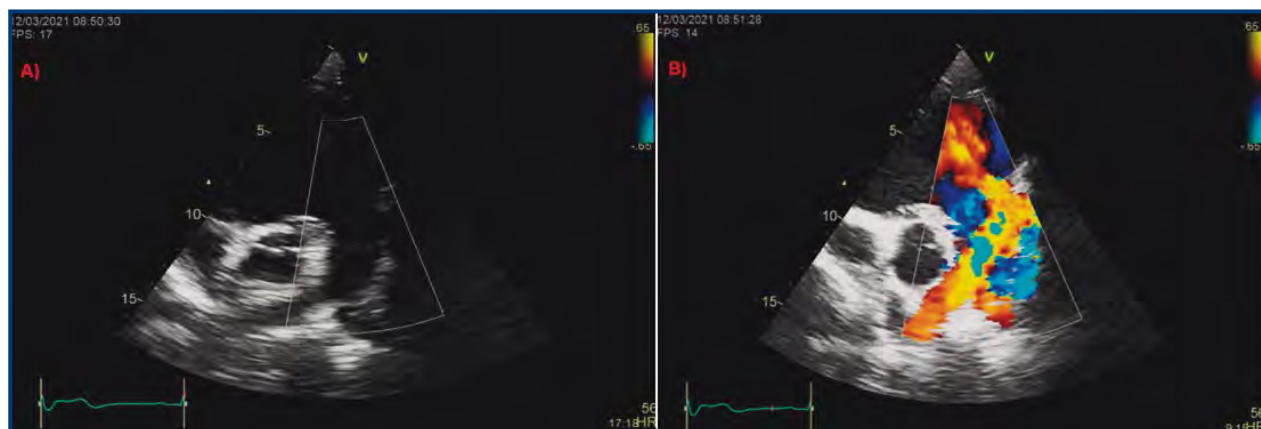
Ecocardiograma Doppler color transtorácico. Eje corto a nivel de grandes vasos. A Se evidencia válvula pulmonar ausente. B en el Doppler color se evidencia regurgitación pulmonar severa.
